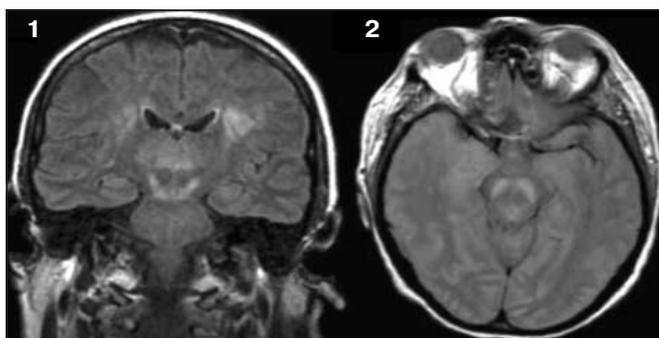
МРТ больного с энцефалитом, вызванным вирусом лихорадки Западного Нила.
